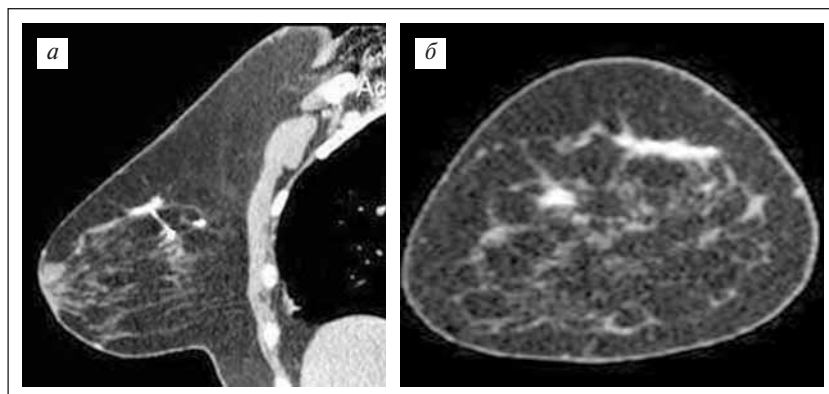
МСКТ-маммограммы в сагитальной (а) и фронтальной (б) проекции (венозная фаза контрастирования). Участки накопления контрастного вещества в верхних квадрантах молочной железы указывают на наличие злокачественных образований
